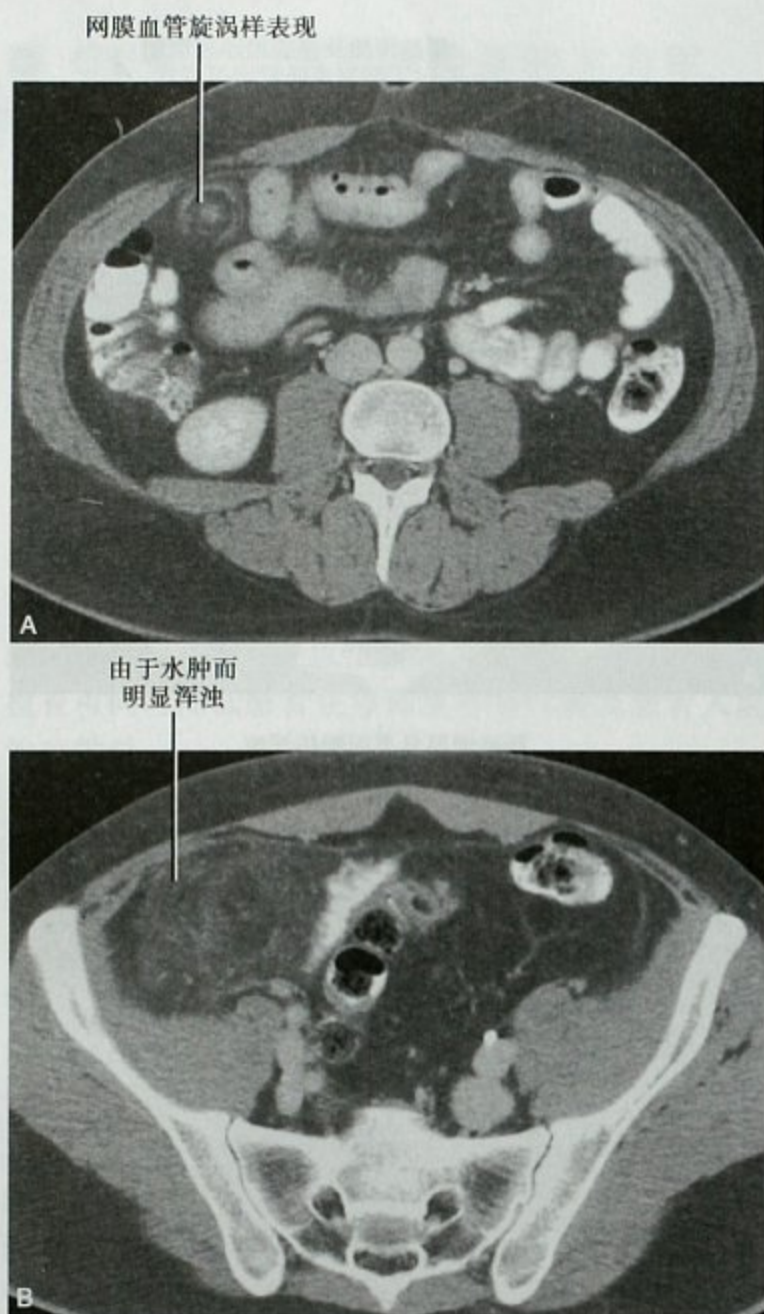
增强腹部(A)及盆腔(B)CT 横断位图像,显示大网膜扭转导致脂肪浑浊,浑浊影延伸到腹股沟管,大网膜被牵拉疝入腹股沟
